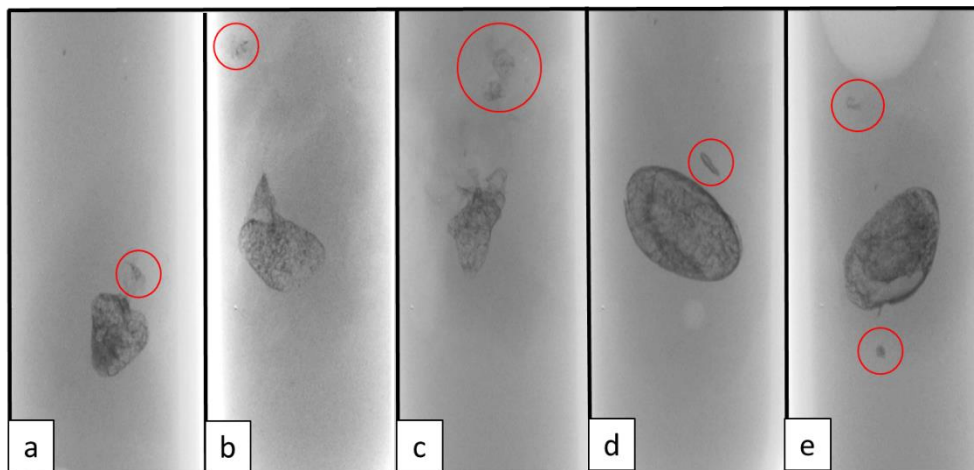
Mikro-CT-Darstellung 3D
